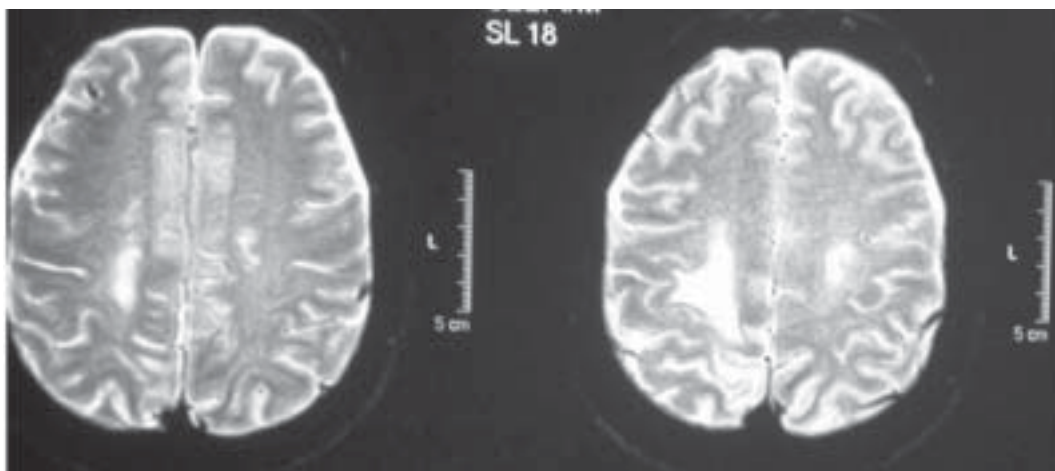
IRM T2. Signos de lesión isquémica, cortico subcorticales, fronto-parietales bilateral mayor a derecha.
